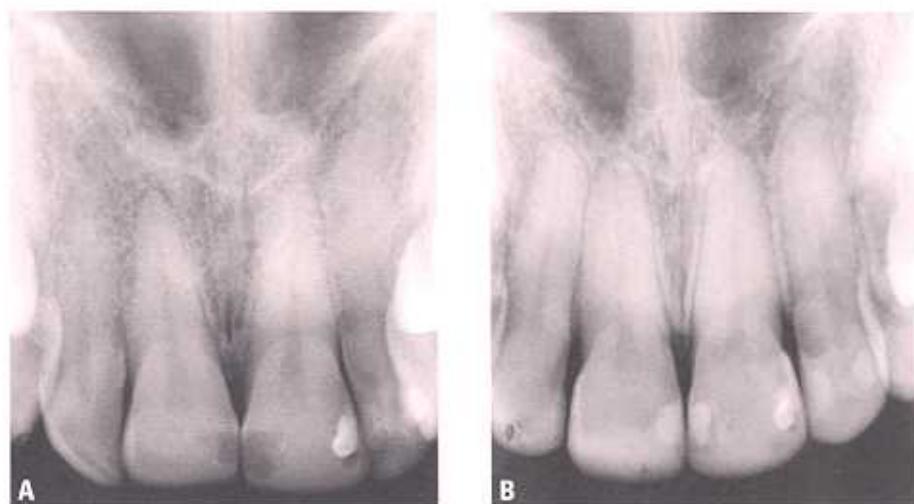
Radiografias dos incisivos superiores A) inicial e B) final.
